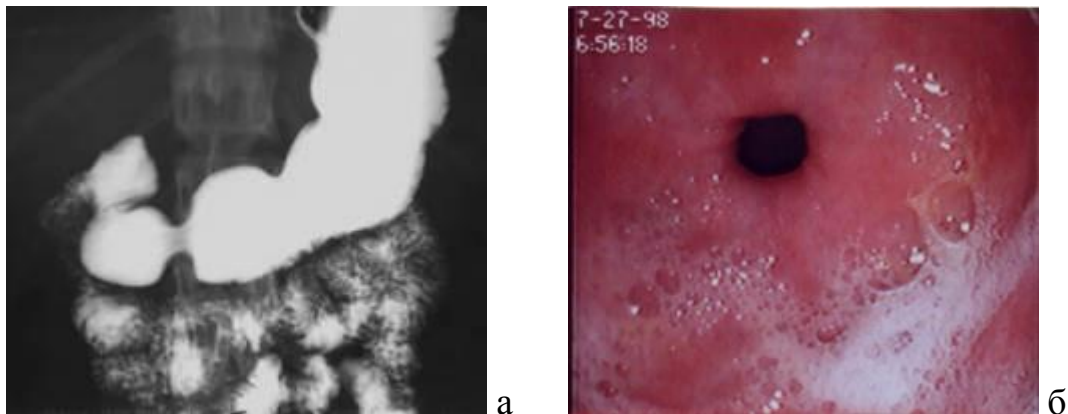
Методи вивчення морфологічних особливостей шлунку і дванадцятипалої кишки (а - рентгенологічні дослідження, б – гастродуоденофіброскопія).
